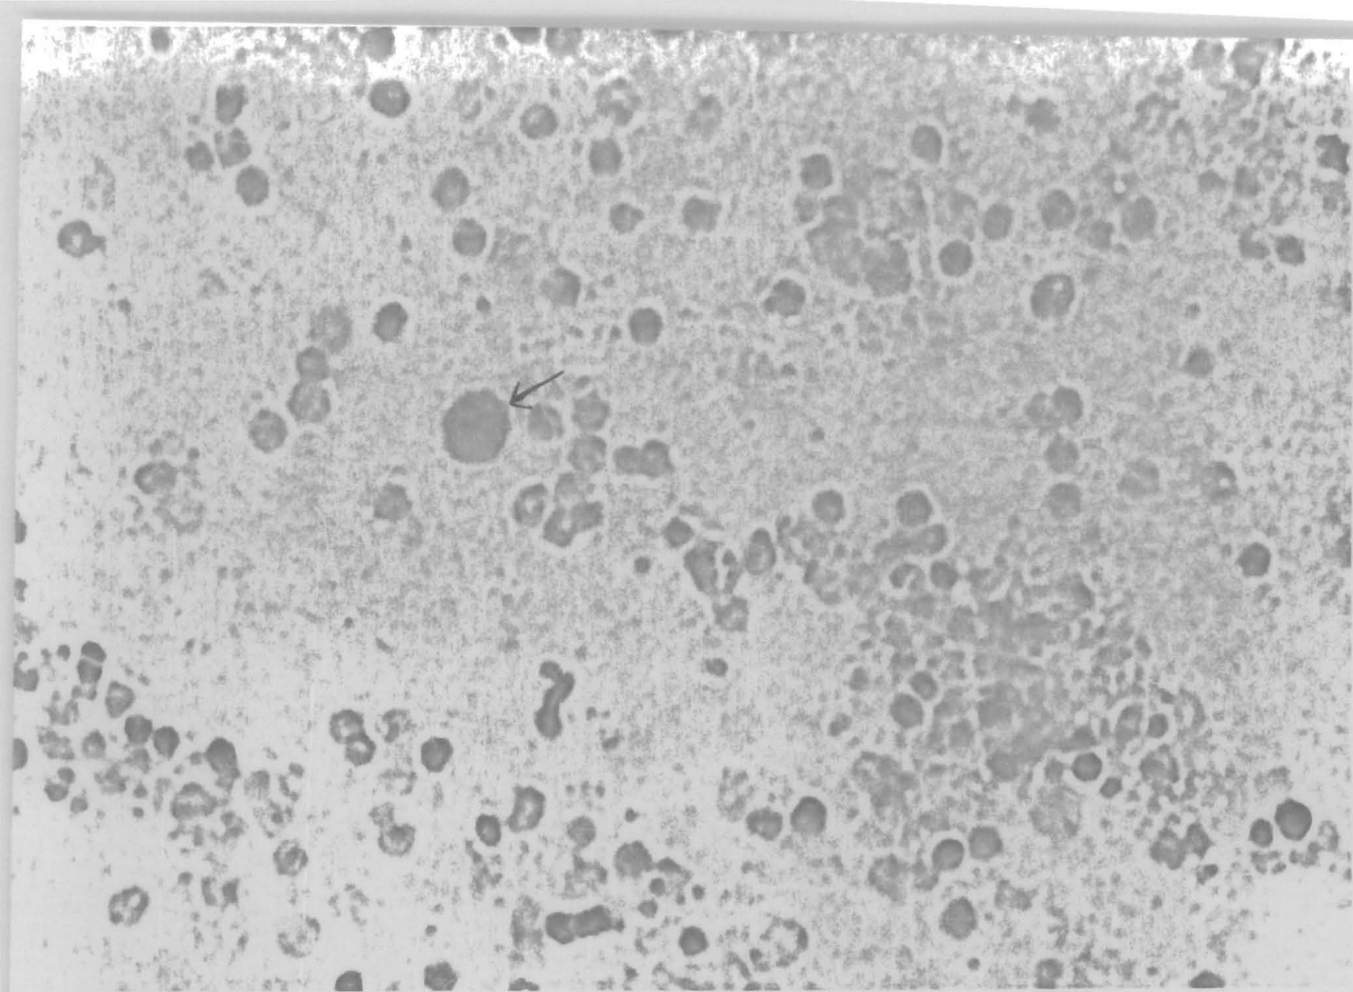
Autoradiografía de cultivo con 6-Tb.
